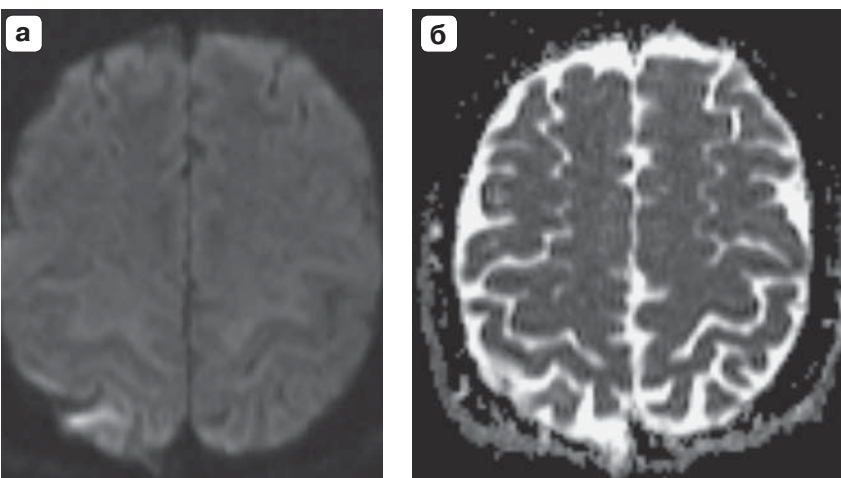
Магнитно-резонансная томография головного мозга. Аксиальная плоскость. На МРТ-изображениях в правой теменной доле отмечается участок повышенного МР-сигнала в режимах DWI с высоким фактором b (а) и ADC (б) за счет эффекта T2-просвечивания.
